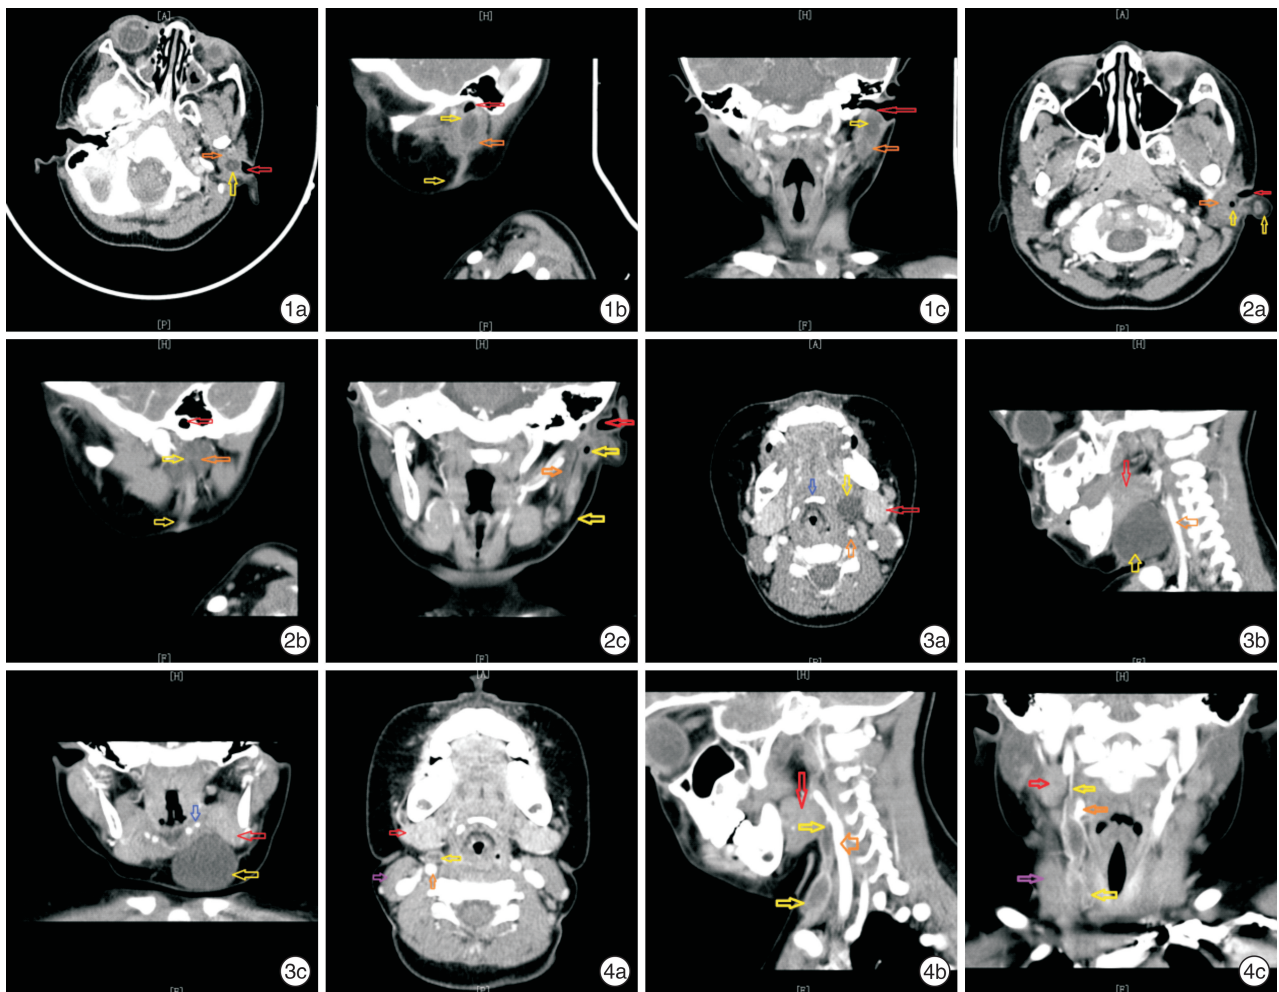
例1患儿CT检查 1a:横断面可见左侧外耳道(红色箭头)壁圆形低密度影(黄色箭头);1b:矢状面可见外耳道底、后壁椭圆形低密度影,腮腺(橙色箭头)下缘条索状稍低密度影(黄色箭头);1c:冠状面可见左侧外耳道下壁及腮腺内椭圆形稍低密度影; 图2 例2患儿CT检查 2a:横断面可见左侧耳垂至外耳道(红色箭头)下壁内管状气体密度影(黄色箭头);2b:矢状面可见条索状低密度影,病灶上达外耳道底,穿出腮腺(橙色箭头),下达下颌角颈部皮肤;2c:冠状面可见左侧外耳道底壁圆形气体密度影,左侧腮腺外下条索状低密度影,病灶上达外耳道底,下达下颌角; 图3 例3患儿CT检查 3a:横断面可见左侧颈动脉(橙色箭头)三角内、舌骨(蓝色箭头)外、下颌下腺(红色箭头)内侧、颈总动脉和颈内静脉前方圆形低密度影(黄色箭头);3b:矢状面可见下颌下腺和颈动脉间椭圆形低密度影;3c:冠状面可见左侧下颌下腺内下及舌骨外下之间椭圆形低密度影; 图4 例4患儿CT检查 4a:横断面可见右侧下颌下腺(红色箭头)后、颈动脉(橙色箭头)前椭圆形低密度影(黄色箭头);4b:矢状面可见下颌下腺和颈动脉间管状低密度影,病灶上达下颌下腺后,下达锁骨平面;4c:冠状面可见颈右侧下颌下腺和颈动脉间、胸锁乳突肌(紫色箭头)管道状低密度影,病灶上达下颌下腺内侧,下达胸锁乳突肌锁骨头。
